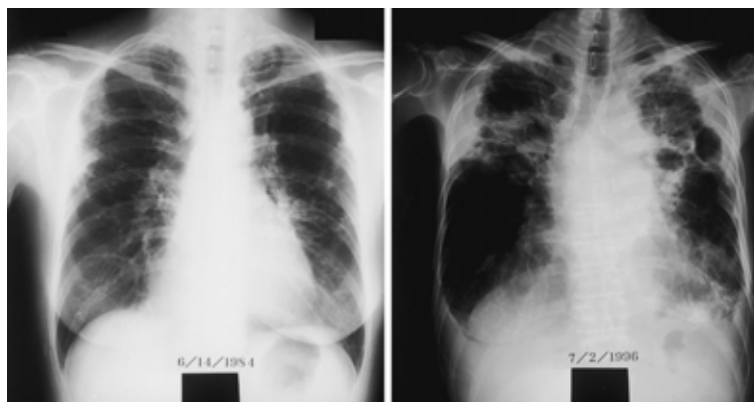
Chest X-ray film obtained at presentation ( left ) showing subpleural fibrosis mainly in the upper lobes. A chest X-ray film taken 12 years later ( right ) revealed an increase in subpleural fibrosis and cystic changes in both lungs.
